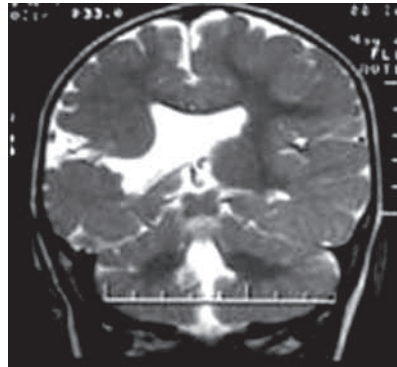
МРТ головного мозга больной К., 7 мес. T2 режим, фронтальный срез. Порок развития головного мозга. Сомкнутая правосторонняя шизэнцефалия, соединяющая субарахноидальное пространство и боковой желудочек
